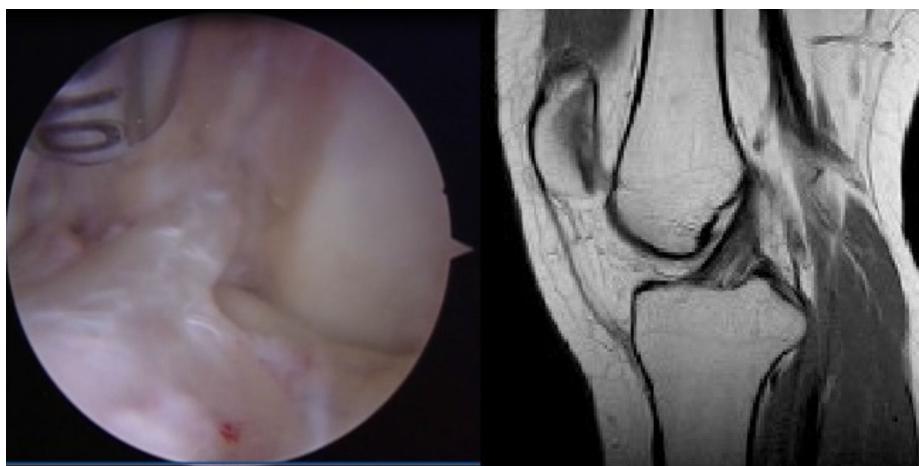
Visión artroscópica y proyección sagital de resonancia magnética, donde se pone de manifiesto la rotura parcial del ligamento cruzado anterior por compromiso del haz posterolateral.
